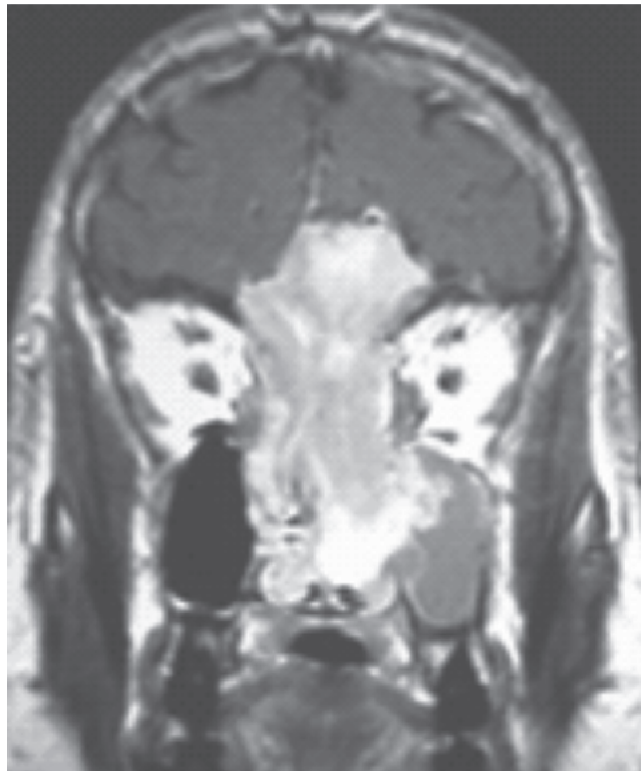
Corte coronal de RMN de encéfalo con contraste prequirúrgico.
